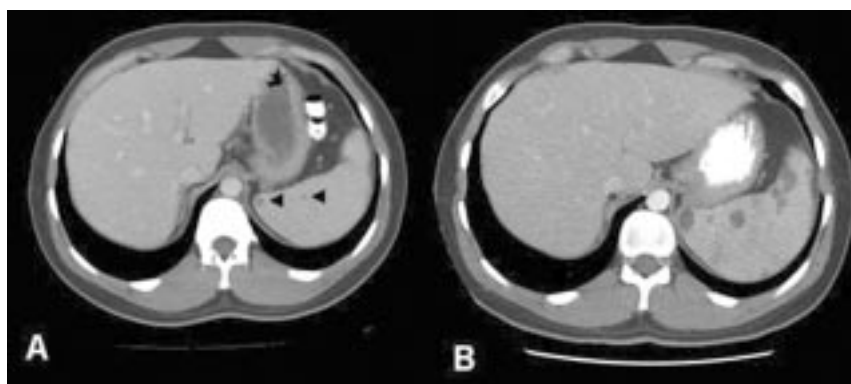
Evolución de los abscesos esplénicos en una TAC de abdomen. A. Dos lesiones hipodensas, compatibles con abscesos (flechas). B. Imagen de control a los 10 días, que muestra aparición de nuevas lesiones en todo el bazo.
